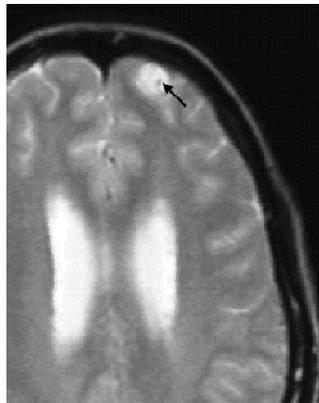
Estado vesicular. RM axial potenciada en T2 en la que se visualiza un quiste de contenido hiperintenso que contiene el escólex (flecha).
